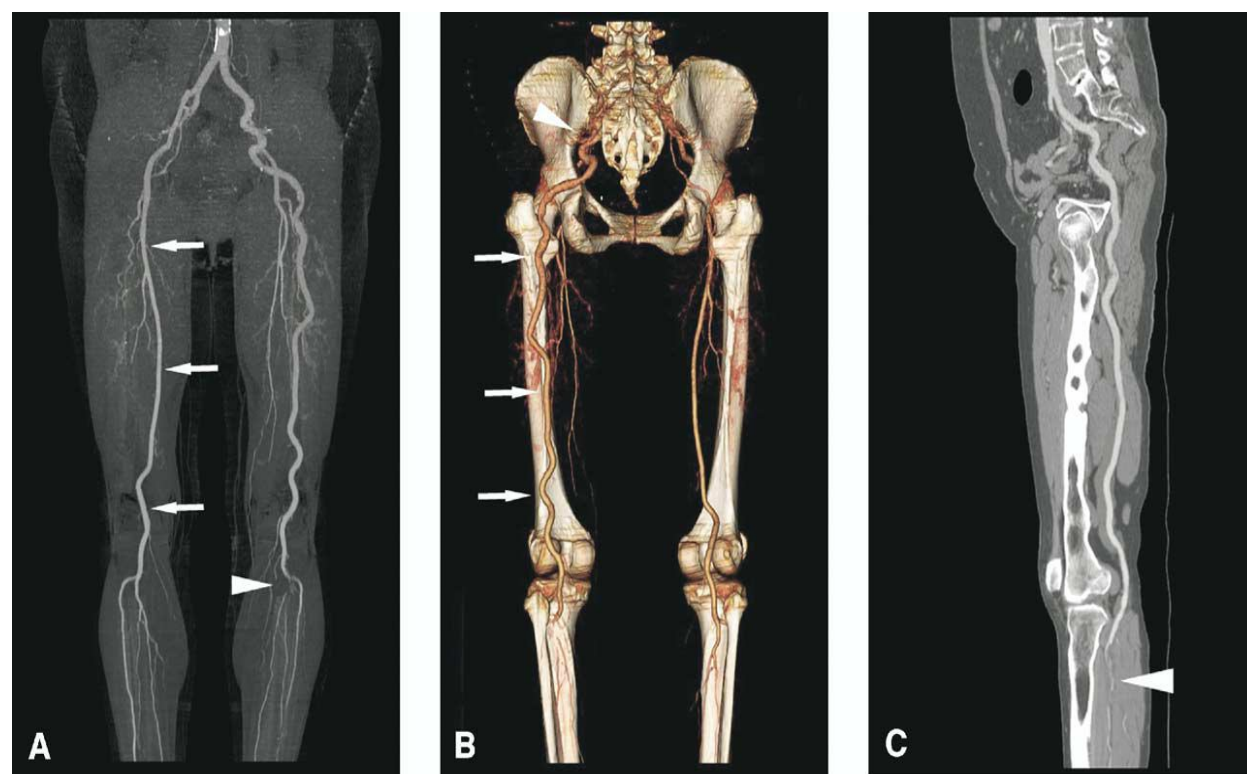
Angio-TDM montrant une ASP gauche chez une patiente de 66 ans présentant une claudication intermittente et une douleur du membre inférieur gauche. A, image montrant l'aspect typique de l'ASP comme une extension tortueuse anormale de l'artère iliaque interne qui se continue par l'artère poplitée anormale tortueuse. L'artère fémorale superficielle est hypoplasique, le tronc tibio-péronier et l'artère tibiale antérieure sont le siège d'une thrombose distale. B, vue postérieure montrant l'ASP gauche passant à travers l'échancrure sciatique et passant derrière l'os ischiatique. C, image en coupe sagittale montrant le trajet de l'ASP et la thrombose du tronc tibio-péronier.(22)
